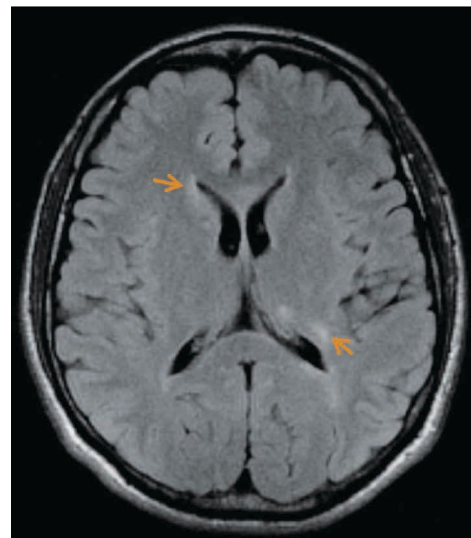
Imagen de resonancia magnética de encéfalo: corte axial en secuencia FLAIR con lesiones hiperintensas periventriculares
